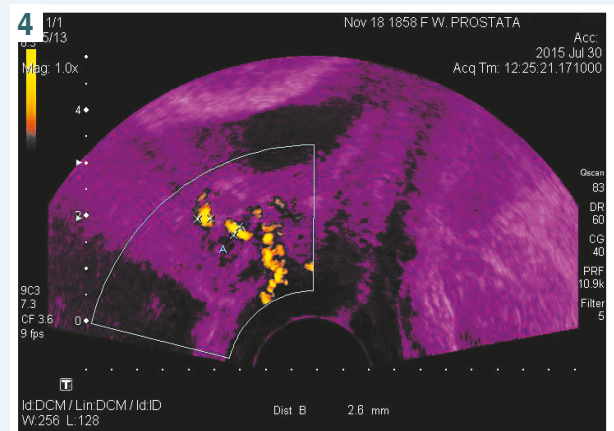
Ultrasound study of paraurethral glands. Front type of paraurethral glands location in calm. Patient L., aged 34. In the projection of distal part of urethra an oval formation of isoechoic structure with clear margins is visualized. Size: length – 2.28 cm, width – 2.11 cm, thickness – 2.39 cm, and volume – 7.4 cm<sup>3</sup>.
